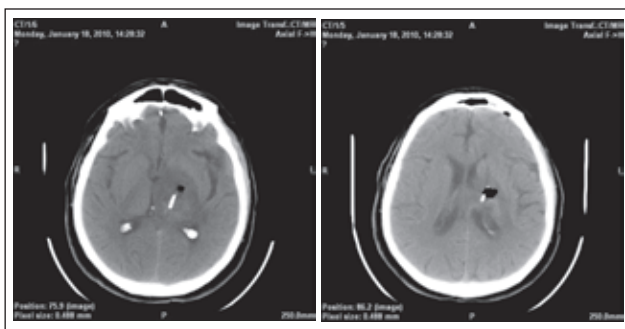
Хворий Г., КТ-контроль головного мозку. Дистальний кінець катетера розташований у кістозній порожнині
